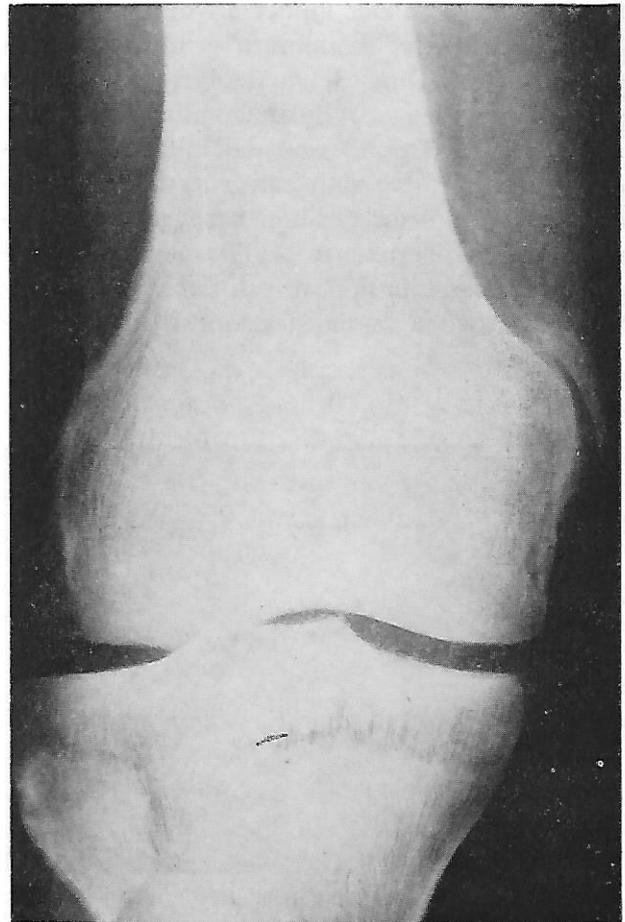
Caso n. 2: esame radiografico del ginocchio destro eseguito a distanza di circa 2 mesi dal trauma. Proiezione antero-posteriore. Ossificazione paracondiloidea mediale a colata, di tipo superiore.
